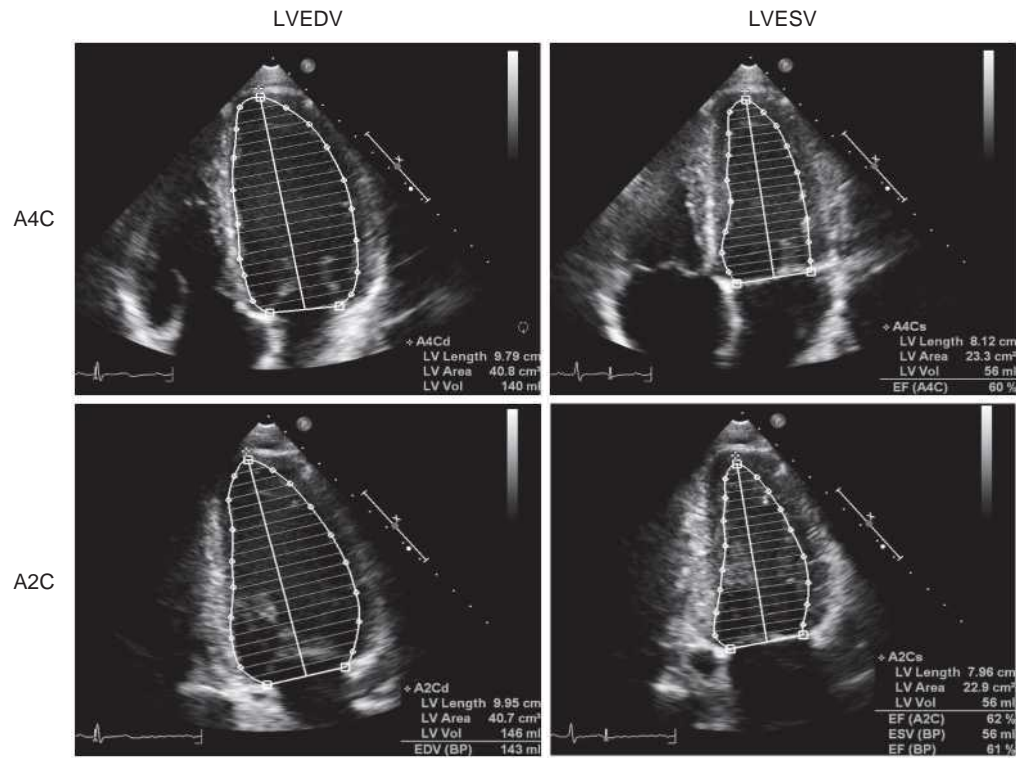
Biplane method of disks for quantification of ejection fraction. LVEDV, Left ventricular end-diastolic volume; LVESV, left ventricular end-systolic volume; A4C, apical four-chamber; A2C, apical two-chamber.
